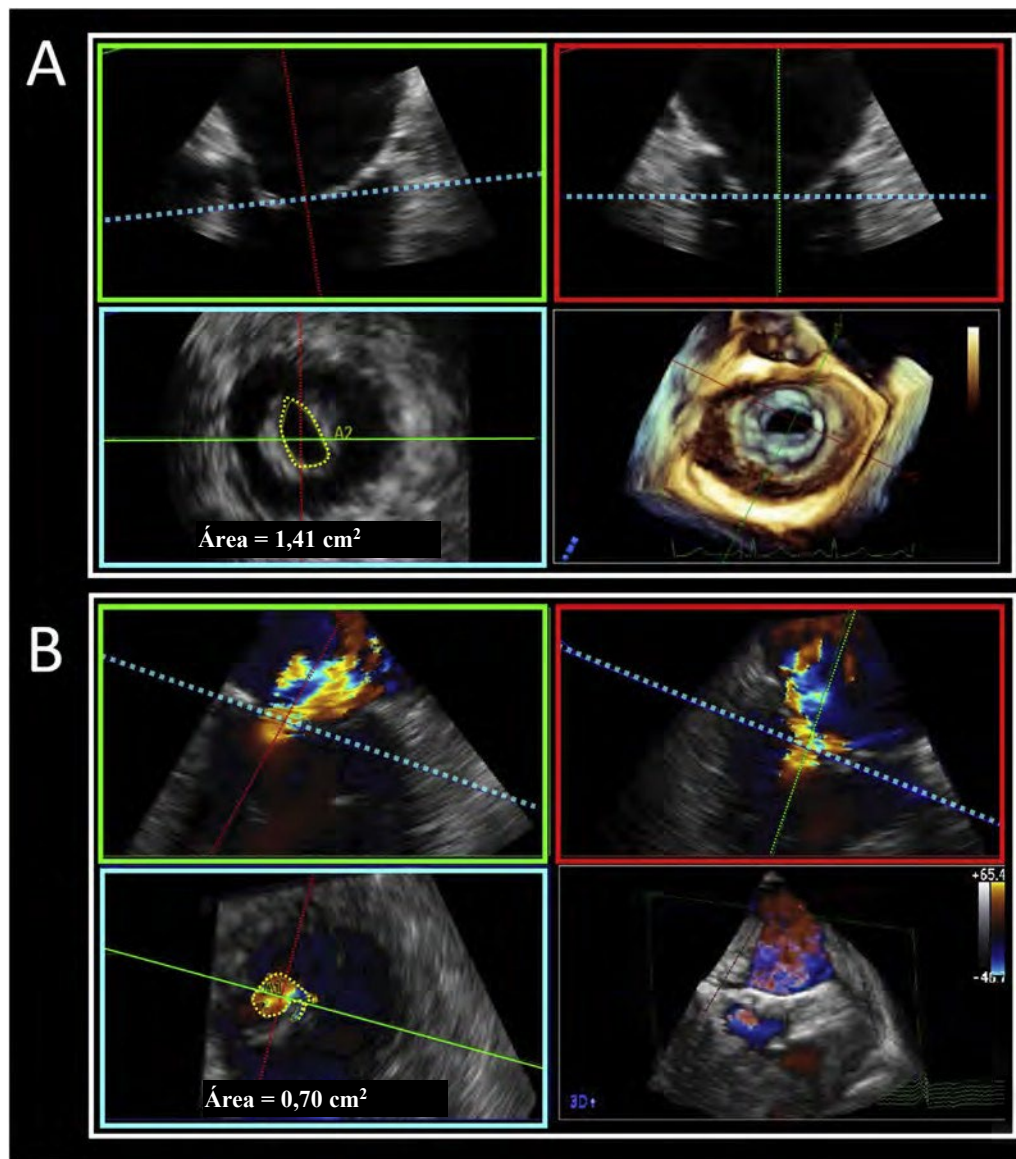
Enfoque de tres pasos para cuantificar las estructuras cardíacas. Paso 1: se orientan dos planos 2D ortogonales (*recuadros verde y rojo*) de forma perpendicular a la estructura que se medirá. En los ejemplos que se muestran, los planos verde y rojo son perpendiculares al orificio de la VM (A) o al chorro de Doppler color regurgitante de la VM (B). Paso 2: el tercer plano 2D ortogonal (*recuadro azul*) ahora es la vista SAX y está posicionado al nivel de la estructura que se medirá. En los ejemplos que se muestran, el *plano azul* se coloca a nivel de las puntas de las valvas mitrales (A) o de la vena contracta regurgitante (B). Paso 3: se mide la estructura en el plano SAX (*recuadro azul*). En los ejemplos mostrados, el área de la VM (A) o el de la vena contracta regurgitante (B) está planimetrada. Tenga en cuenta que la imagen 3D en la esquina inferior derecha puede utilizarse para confirmar la orientación de los tres planos de imágenes ortogonales.
